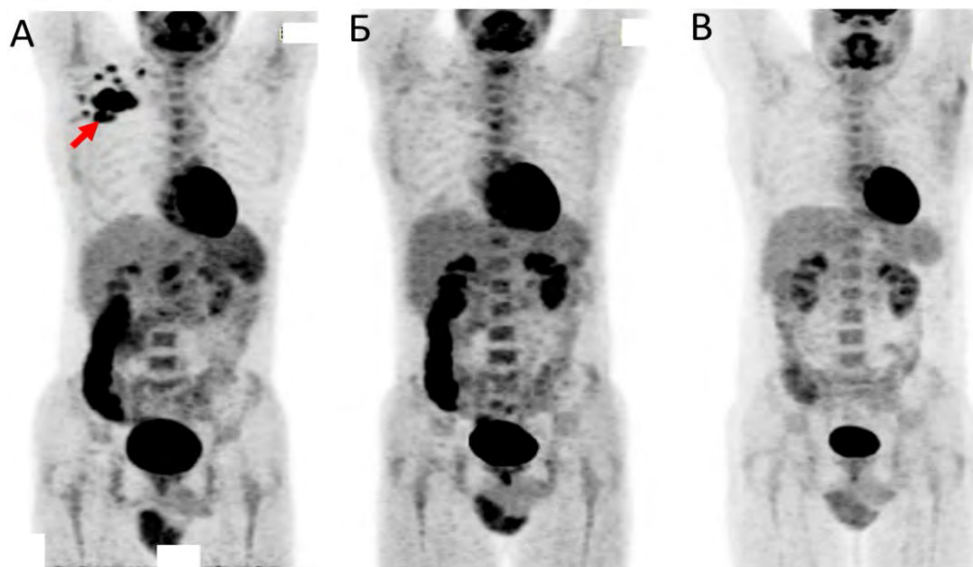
Результаты исследования ПЭТ/КТ:
